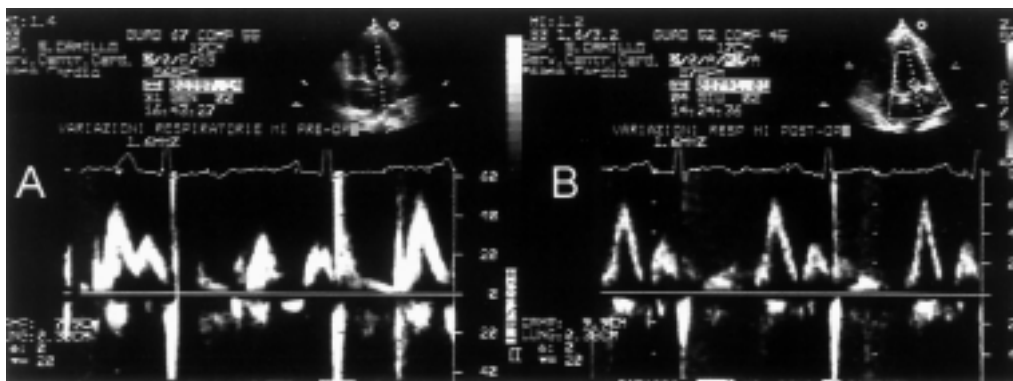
Studio Doppler pulsato del flusso transmitralico. A: preoperatorio. Variazioni respiratorie > 30% del flusso protodiastolico mitralico (onda E). B: postoperatorio. Assenza delle variazioni respiratorie del flusso protodiastolico mitralico.
